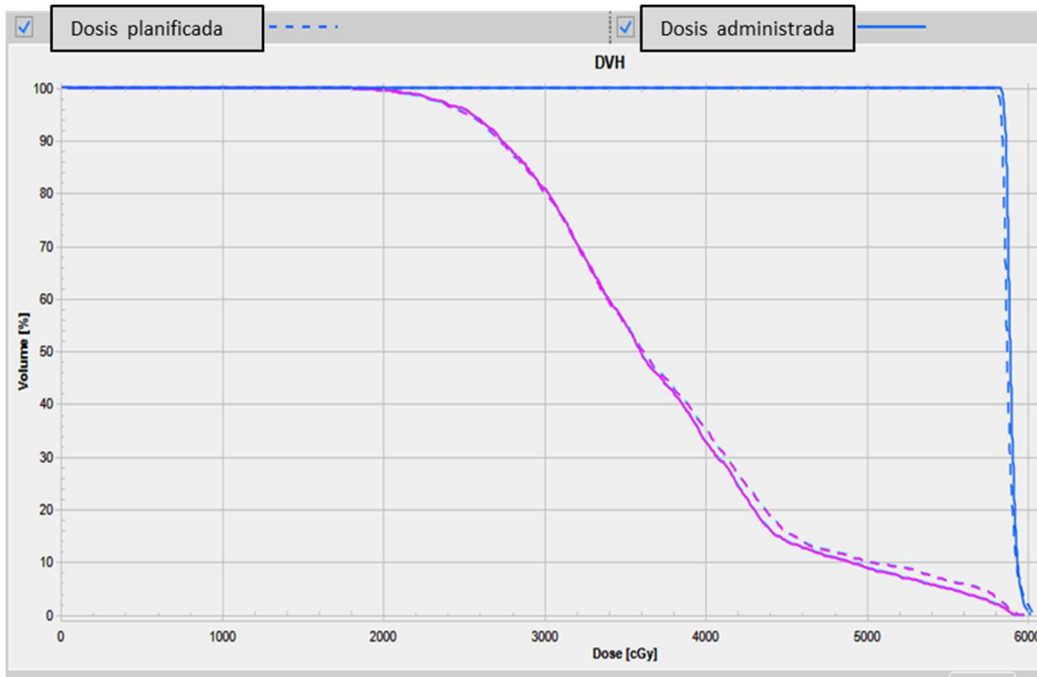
Comparativa de dosis planificadas y administradas sobre imagen TAC de planificación.
